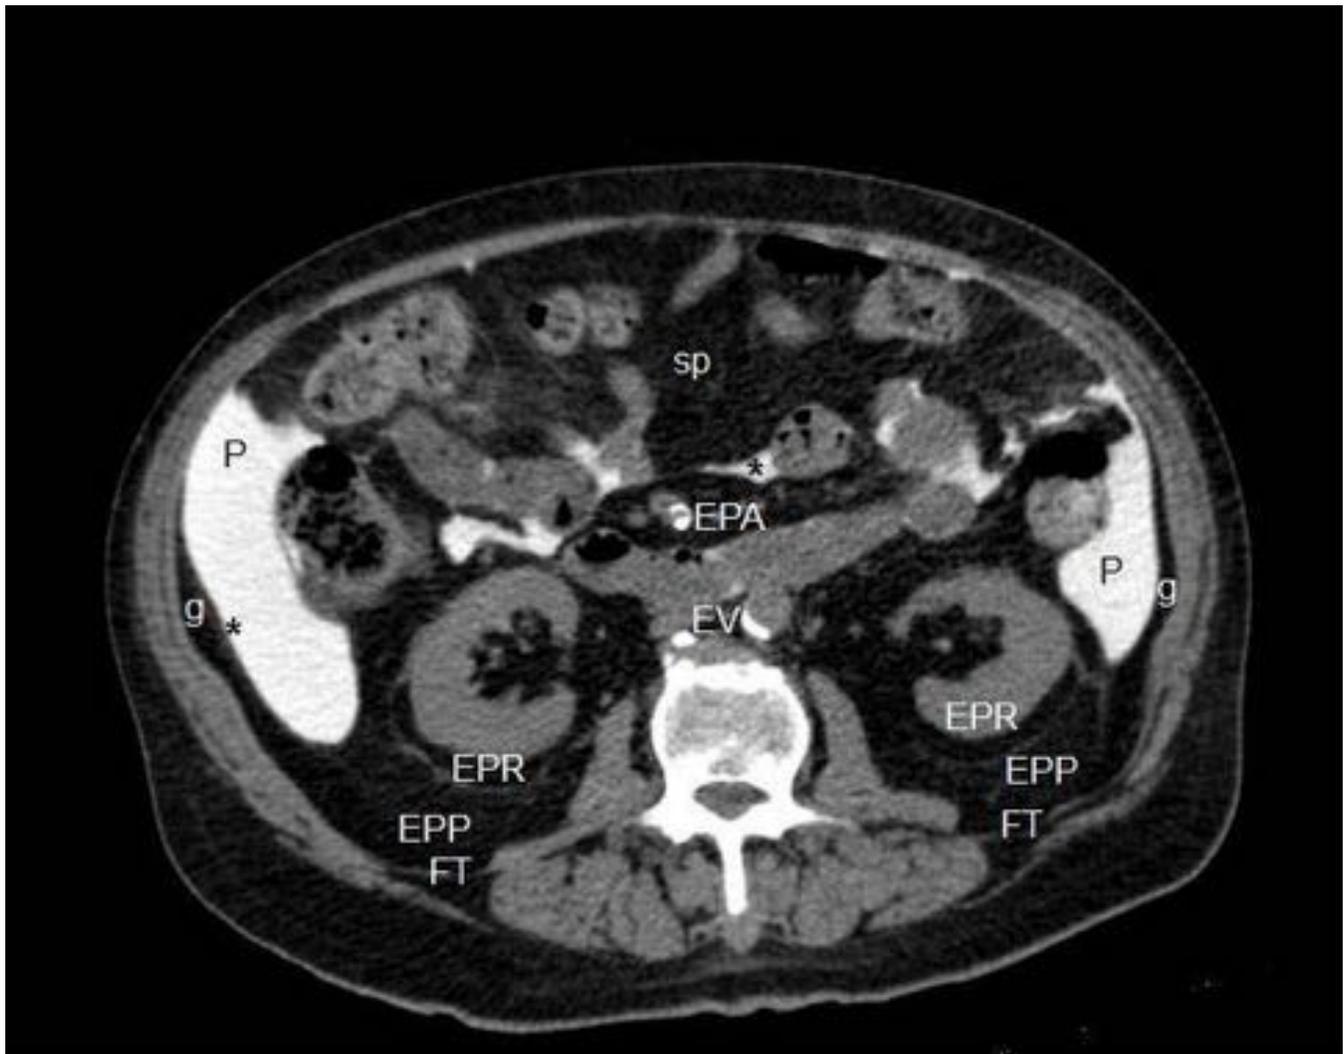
Corte axial de TC-peritoneografía. El líquido contrastado ocupa el espacio peritoneal (P), que en este caso se corresponde con ambas gotieras parietocólicas. Peritoneo parietal (asterisco). Espacio subperitoneal (sp). Peritoneo parietal posterior (asterisco anterior a EPA). Fascia transversalis (FT). Espacio pararenal anterior (EPA), perirrenales (EPR) y pararenal posterior (EPP). Espacio de grandes vasos (EV). Grasa properitoneal (g).
